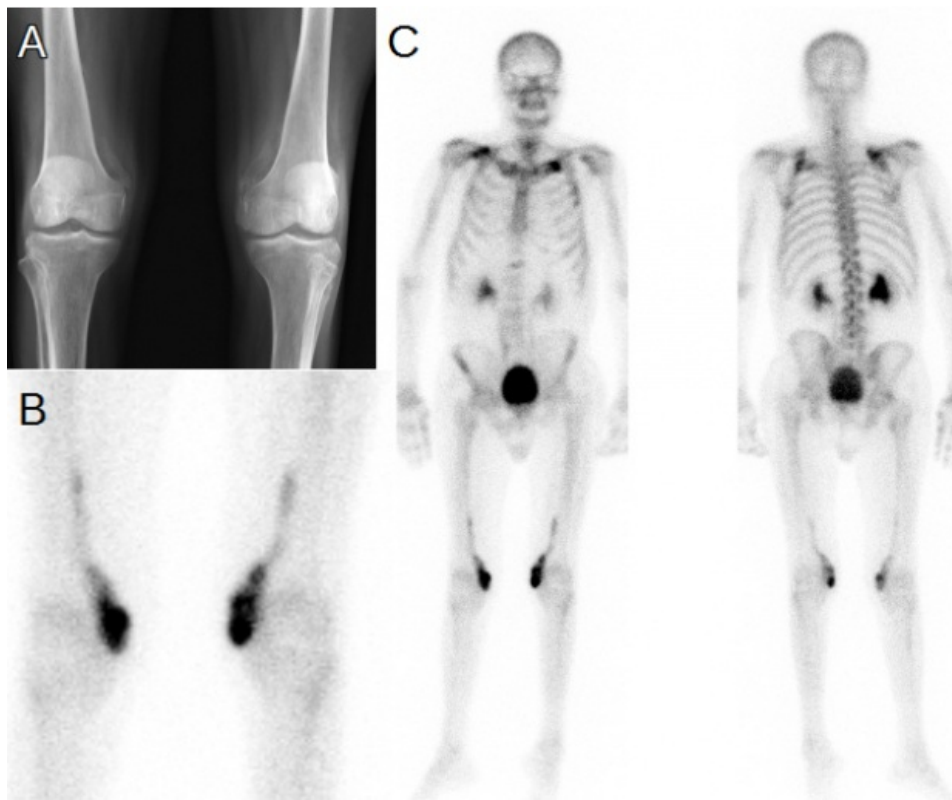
Radiografía simple de ambas rodillas con opacidad de tejidos blandos mediales, sugestiva de calcificación (A). Gammagrafía ósea con imagen selectiva de ambas rodillas (B) y de cuerpo completo en proyección anterior y posterior (C) que muestra aumento de actividad osteoblástica en ambos músculos sartorios.
